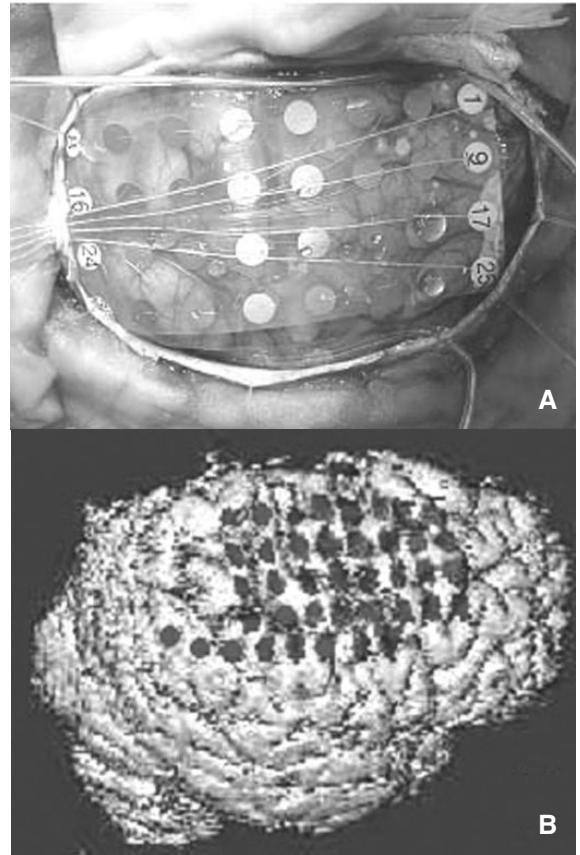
Subdural grid electrode insertion. (A) shows subdural grid electrodes (4×8) placed on right frontoparietal cortex. (B) demonstrates the location of subdural grid (4×8) and strip (1×8) electrodes on the patient's 3D brain by a CT-MRI co-registration technique. The images were obtained from Samsung Medical Center.
